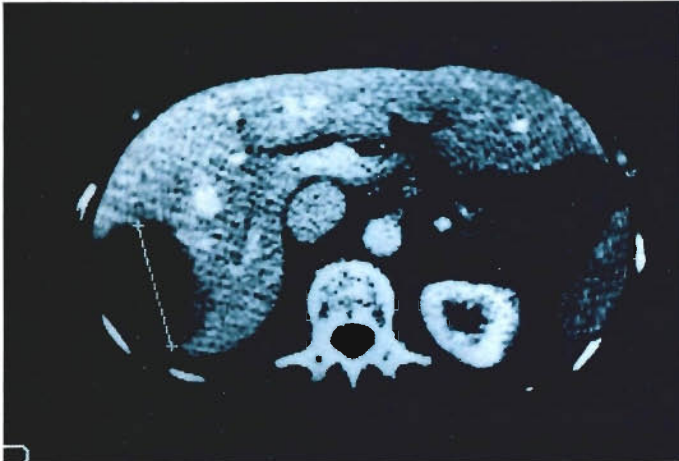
b: Das Oberbauch-CT zeigt die Lebermetastase als hypodense Raumforderung von 6 cm Durchmesser dorsolateral im rechten Lappen
